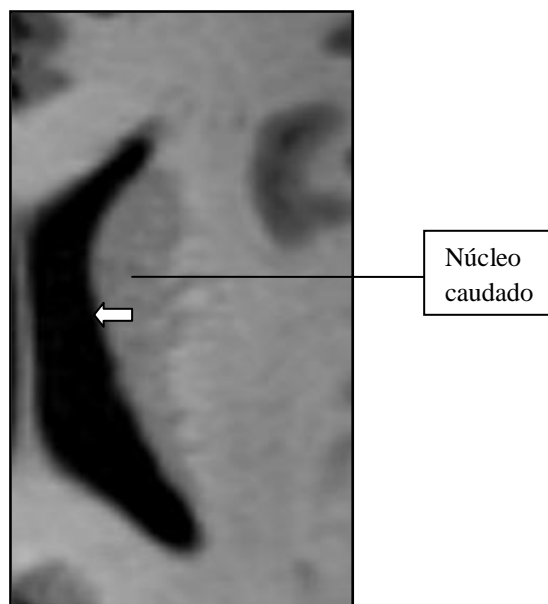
Estudio de RM, imagen 3D FSPGR, plano axial. Núcleo caudado izquierdo. Destacar la relación de su cara libre con el ventrículo lateral (flecha).
